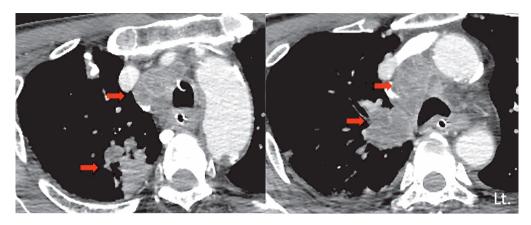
Chest enhanced CT findings.
